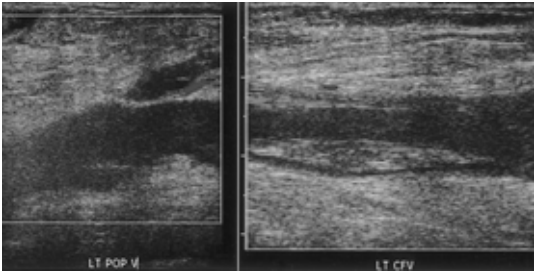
Color Doppler sonography of the left leg shows near total thrombosis involvement from the SFV to the POPV, including the proximal LSV. SFV, superior femoral vein; POPV, posterior of popliteal vein; LSV, lateral saphenous vein
